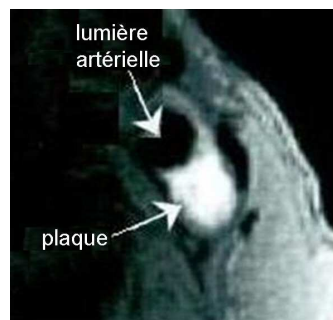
Coupe transversale d'une plaque dans une carotide interne issue de l'IRM. L'image est tirée de l'étude de Cai et al. [20]
